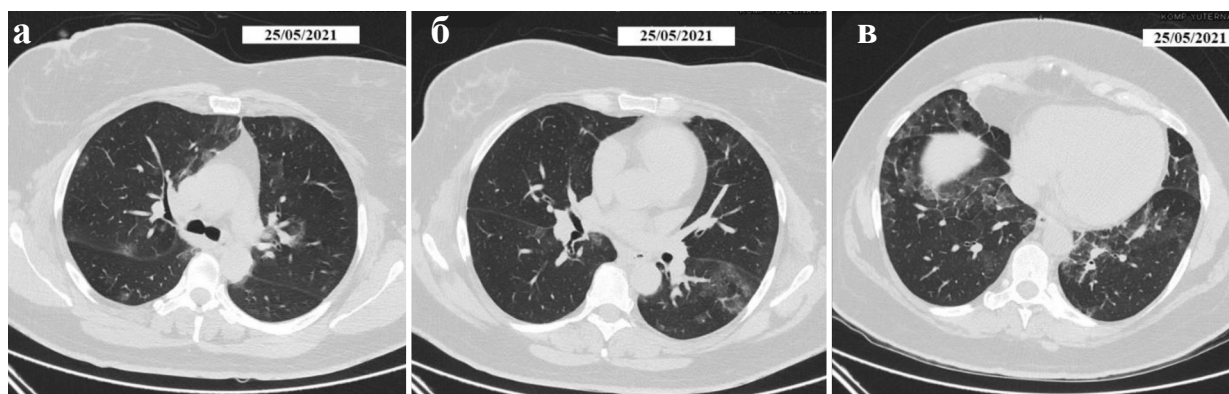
(а–в). Компьютерные томограммы органов грудной клетки, нативные изображения, аксиальная проекция. Увеличение размеров и количества участков «матового стекла» в обоих легких
